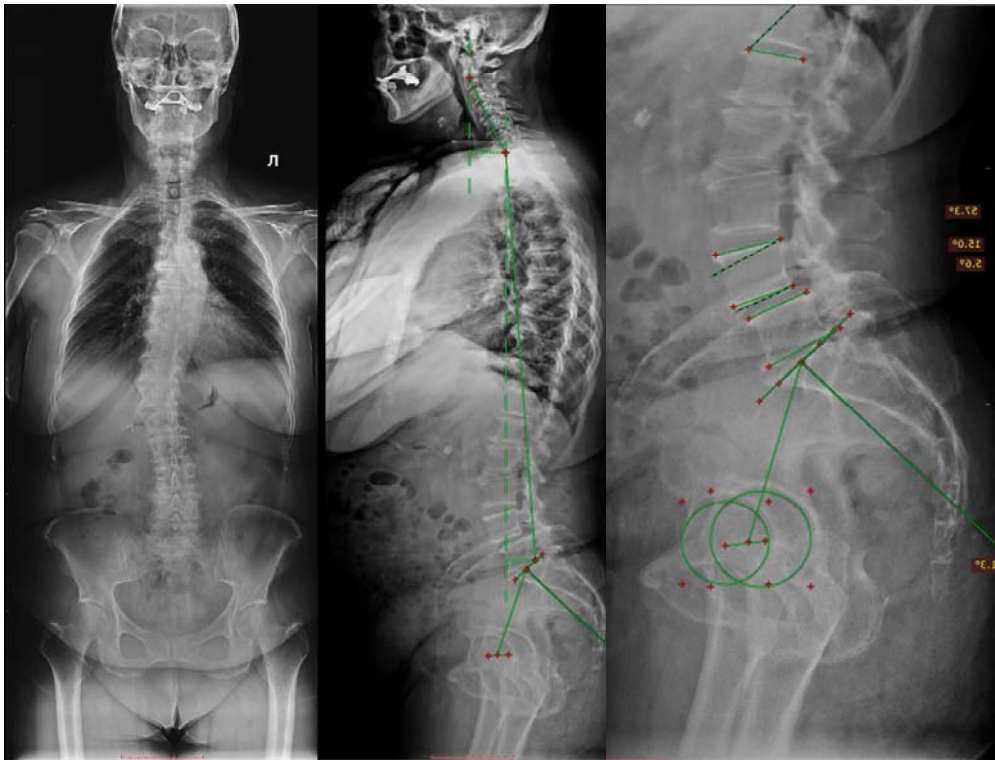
Постуральные рентгенограммы позвоночника в боковой проекции до операции
